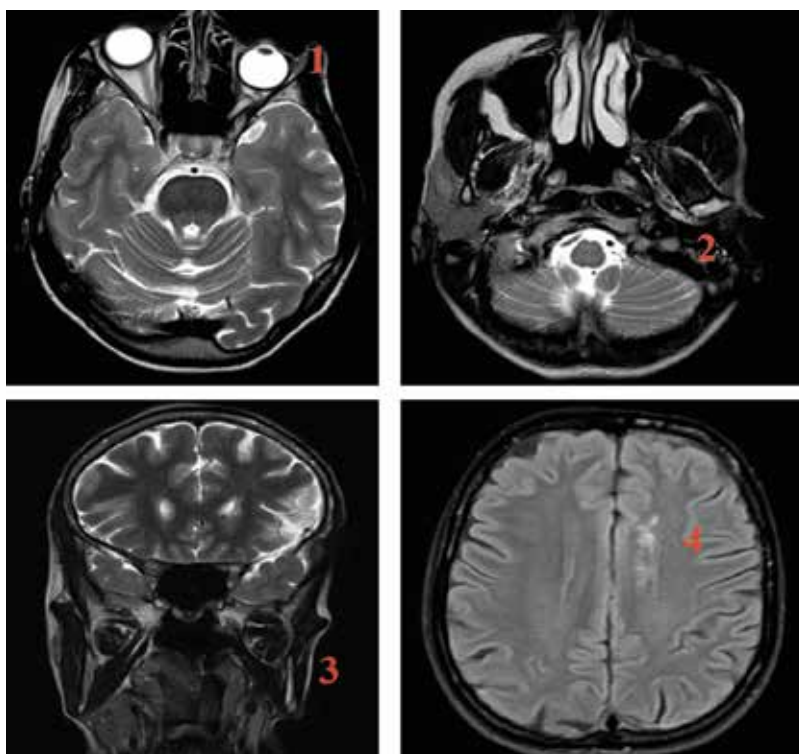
Пациентка Н., 43 лет. Результаты магнитно-резонансной томографии головного мозга. Режимы T2- и FLAIR-ВИ, SWI. Изменения при синдроме Парри–Ромберга: левосторонний энтофтальм, извитость левого зрительного нерва, уменьшение количества внутриорбитальной жировой клетчатки (1); атрофия левой околоушной слюнной железы (2); гипотрофия левой жевательной мышцы и подкожно-жировой клетчатки (3); очаговые изменения в головном мозгу неспецифического характера, вероятнее всего, сосудистого генеза (4)
